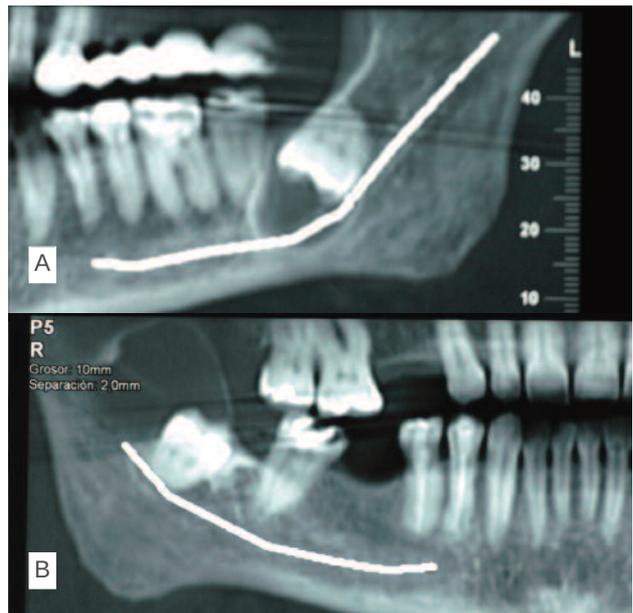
Estudio mediante TAC. A) Lesión radiotransparente coronal sobre 48. B) Lesión radiotransparente asociada a 38 con propagación hacia la basal mandibular.
